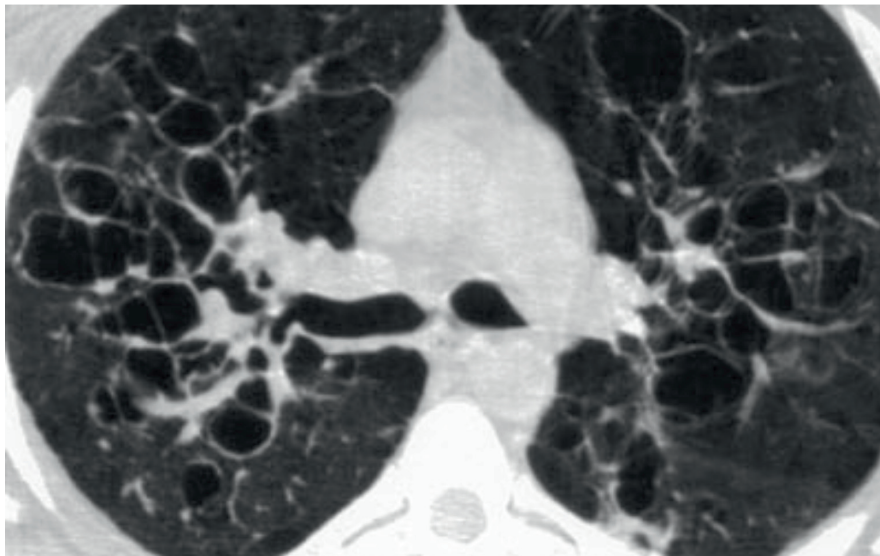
На компьютерной томографии легких распространенные бронхоэктазы и расширенные бронхи при синдроме Вильямса—Кемпбелла
